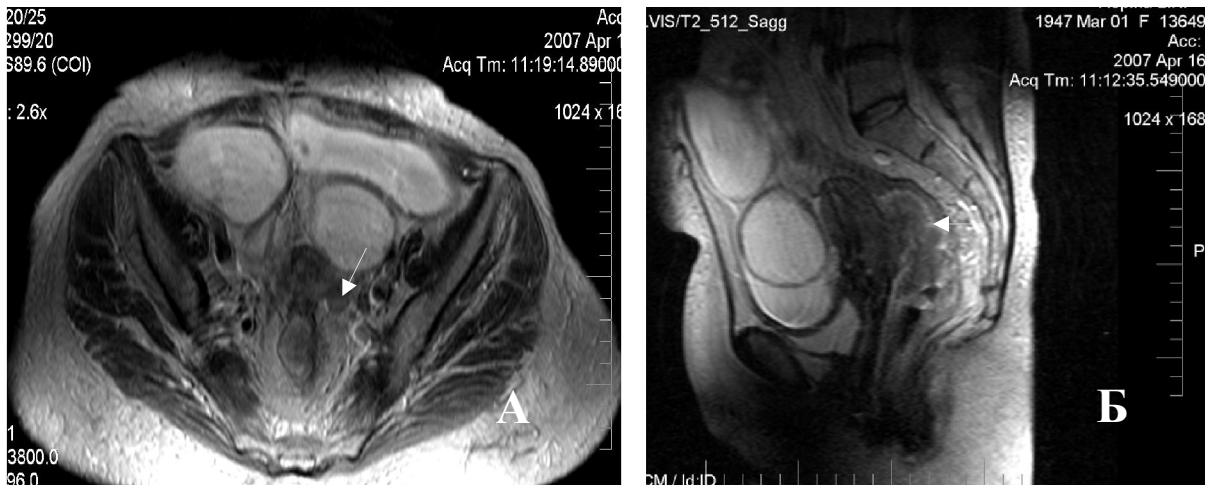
Рак прямой кишки с метастазами в региональные лимфатические узлы (МРТ). А). Стрелкой указан метастаз. Б). Стрелкой указана опухоль, с инвазией всех стенок прямой кишки. Видно практическое отсутствие просвета кишки
